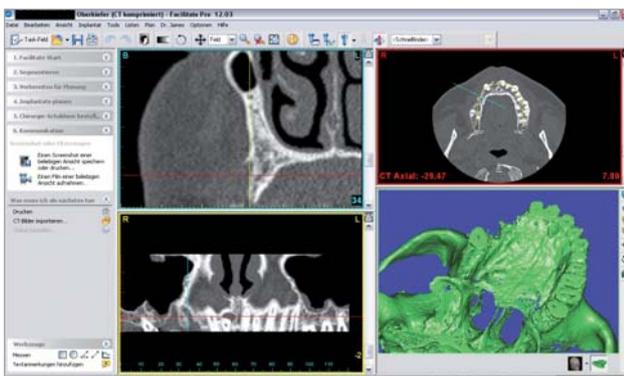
Präoperative CT-Diagnostik in der Auswertung.
